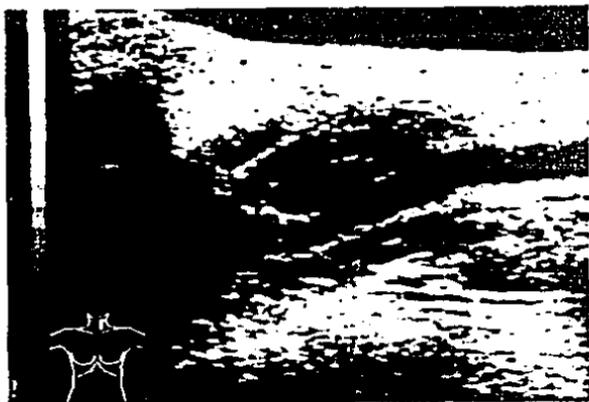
Ultrasonido en tiempo real, corte longitudinal, en - que demuestra la apertura de la bifurcación carotí- dea, producida por una masa homogénea hipoeoica.
